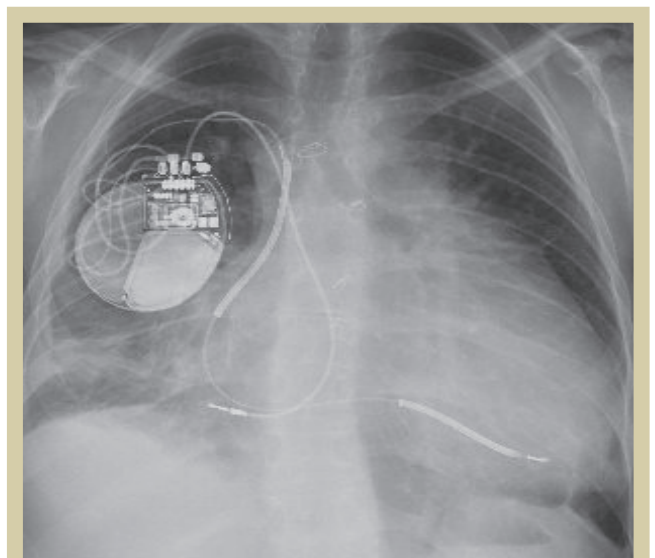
Radiografía de tórax posteroanterior. Implante de DAI bicameral por la vena subclavia derecha.
